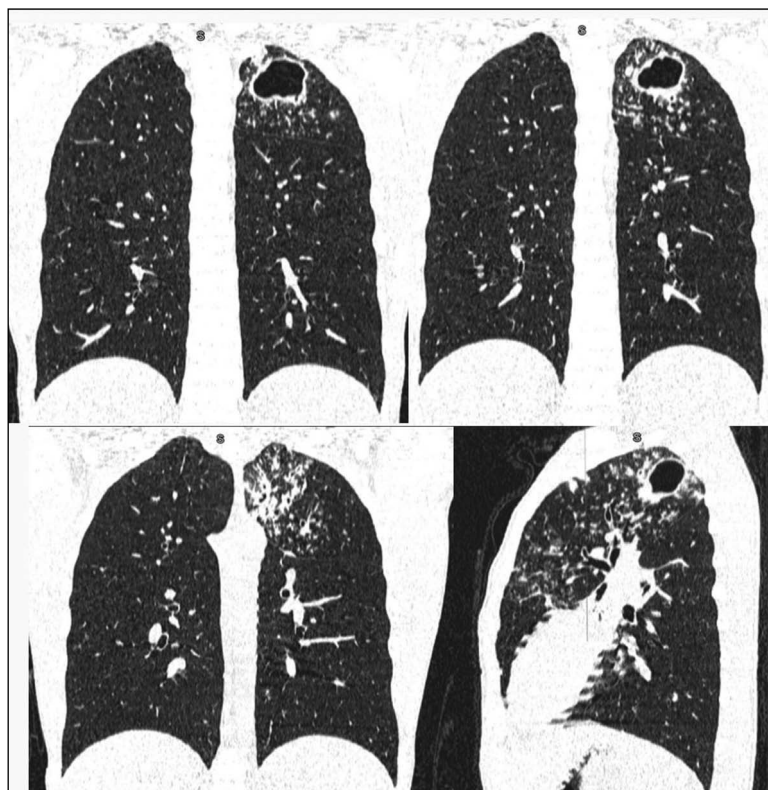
Компьютерная томограмма органов грудной клетки 06.01.2021 г.
